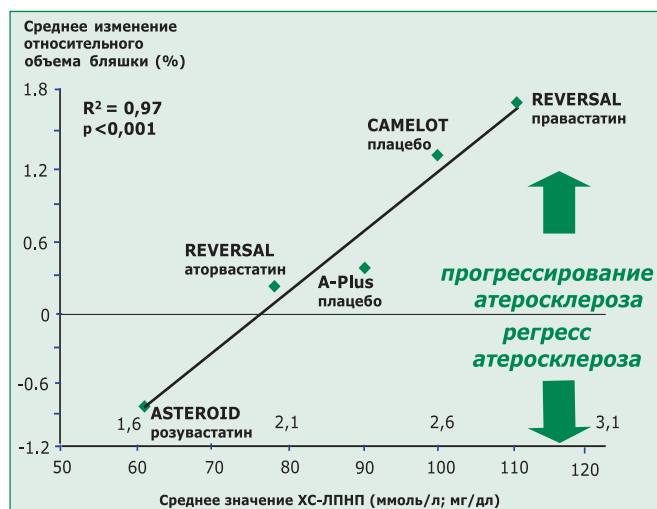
Соотношение уровня ХС ЛПНП и изменения относительного объема бляшки в нескольких исследованиях с использованием внутрисудистого УЗИ [4]
